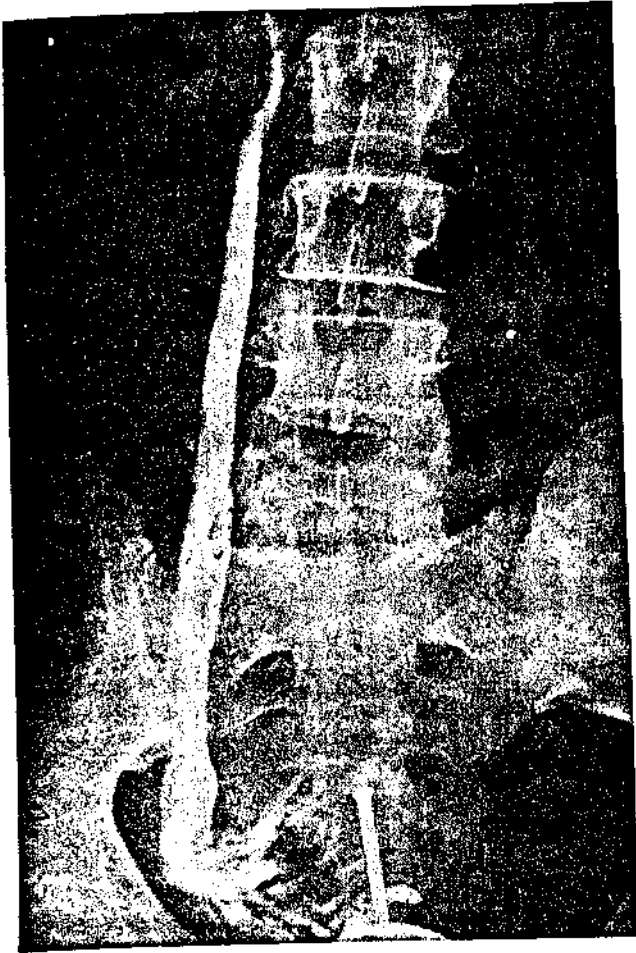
Flebografia pélvica: 1ª radiografia - Veias espessadas.
